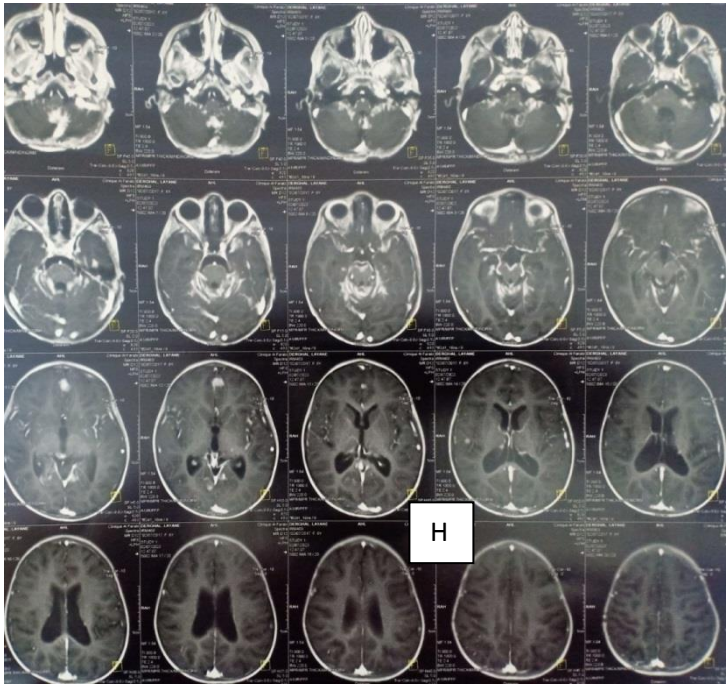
H): IRM cérébrale coupe axiale, I): : coupe sagittale dissémination secondaire au niveau sous et sus tentorielle.
